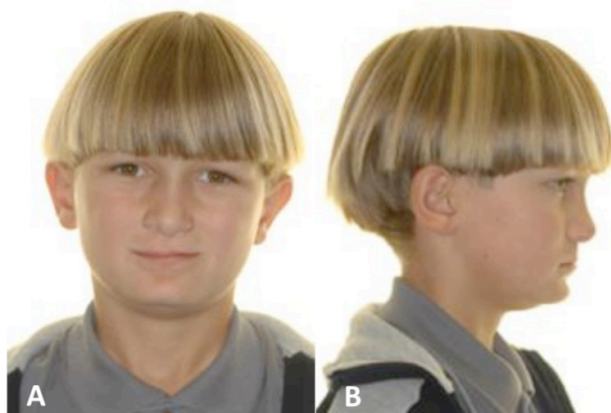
Paciente com fissura unilateral completa de lábio e palato no primeiro período transitório da dentadura mista (A a G). As cirurgias plásticas primárias de lábio e palato foram realizadas na infância. Nessa fase, diagnosticou-se a presença do incisivo lateral permanente mesial à fissura já irrompido e a presença do incisivo lateral permanente distal à fissura ainda em estágio de germe (H e I). Na radiografia periapical era evidente a presença da fissura alveolar (I).
